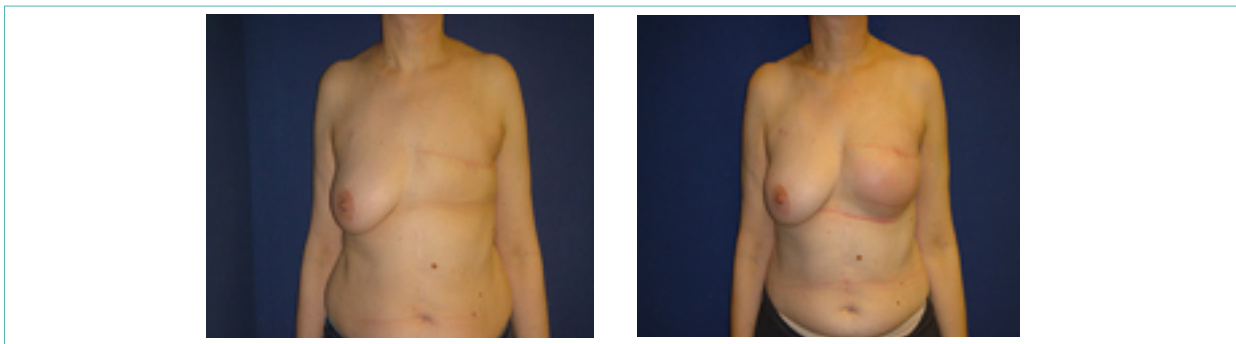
RM par La mise en place d'une prothèse mammaire, RM en différée par prothèse selimmed type anatomique de 435cc (Photos du service de sénologie chirurgie B CPMC)
